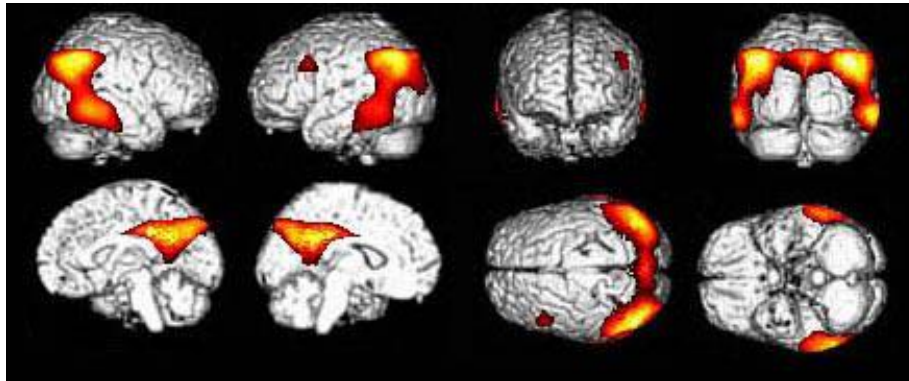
Descenso de la actividad metabólica cerebral típica de la EA. Las zonas que presentan un metabolismo de glucosa reducido son el córtex cingulado posterior, córtex parietotemporal y áreas precuneales. Se indican estas áreas sobre imágenes de Resonancia Magnética (Ishii, 2002).
